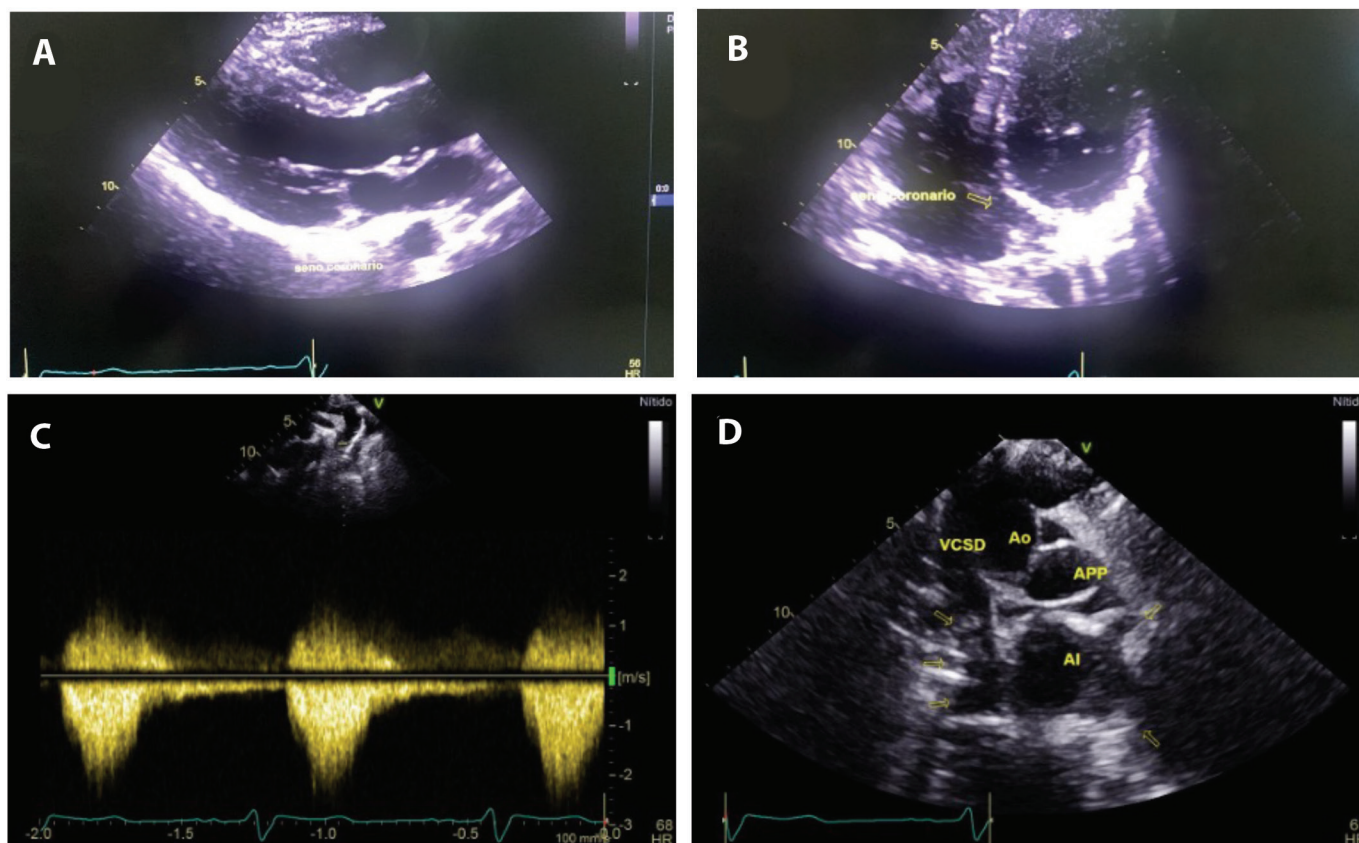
Ecocardiograma transtorácico. A) y B) Vista parasternal eje largo y apical cuatro cámaras, respectivamente, donde se aprecia la presencia de seno coronario sin dilatación. C) Doppler continuo que documenta gradiente en pseudocoartación. D) Drenaje venoso pulmonar en vista supra esternal. VCSD, Vena Cava Superior derecha. Ao, Aorta. AI, Aurícula izquierda. APP, Arteria Pulmar Principal. Las flechas señalan la desembocadura de las venas pulmonares en el atrio izquierdo.
